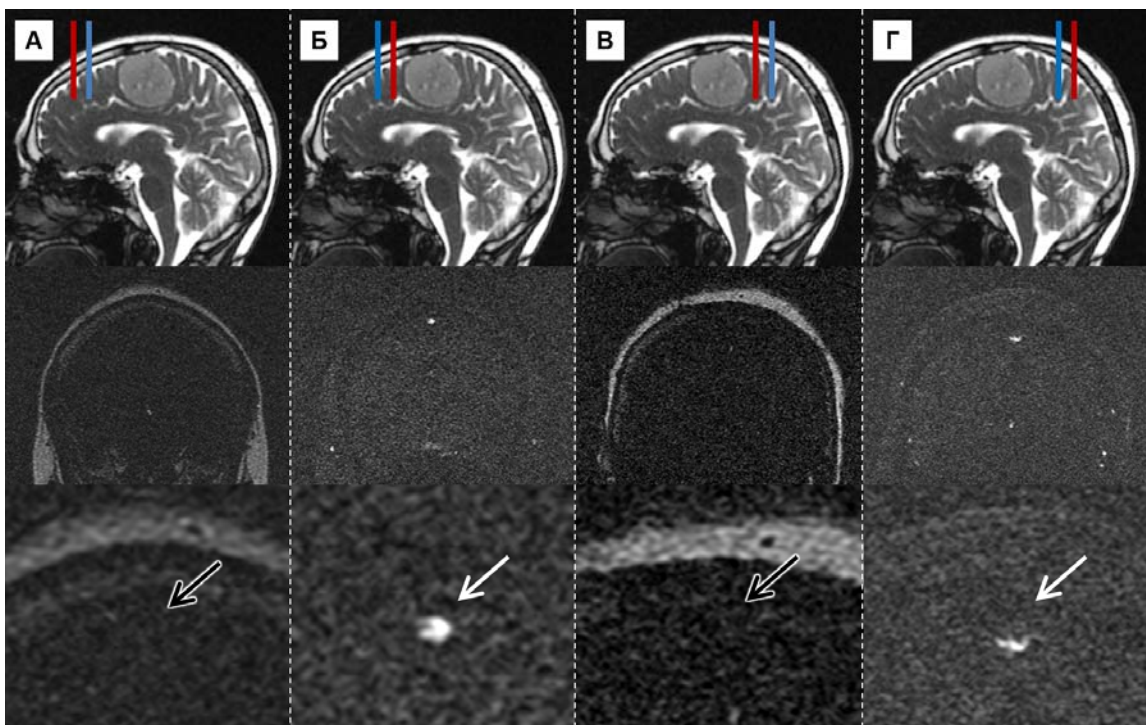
Определение направления кровотока по МРТ-веносинуографии в режиме 2D-TOF. А – первый срез – перед опухолью, сатурация (красная линия) перед импульсной последовательностью (синяя линия). Просвет ВСС гипоинтенсивен. Б – второй срез – перед опухолью, сатурация (красная линия) за импульсной последовательностью (синяя линия). Просвет ВСС гиперинтенсивен. В – третий срез – за опухолью, сатурация (красная линия) перед импульсной последовательностью (синяя линия). Просвет ВСС гипоинтенсивен. Г – четвертый срез – за опухолью, сатурация (красная линия) за импульсной последовательностью (синяя линия). Просвет ВСС гиперинтенсивен. Таким образом, кровоток направлен спереди назад
